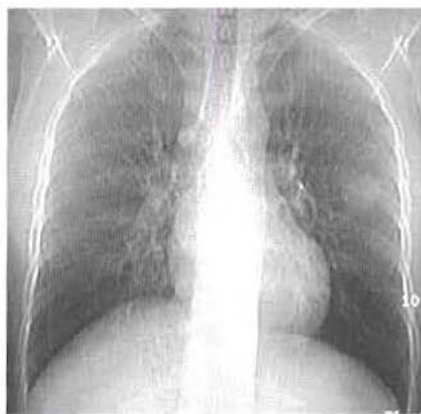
Cancer broncho-pulmonaire périphérique. Cette radiographie numérisée réalisée lors de la TDM montre une masse pulmonaire à la partie moyenne du champ pulmonaire gauche.
